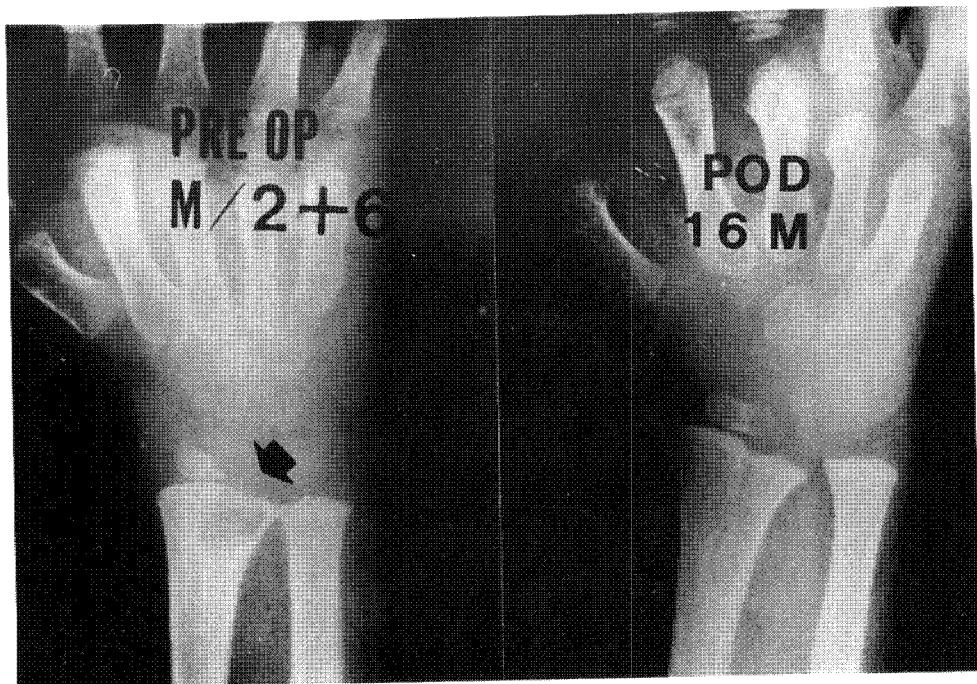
The initial roentgenogram of 2 years and 6 months old male shows type 6 subacute osteomyelitis of the distal radius. Radiograph of postoperation 16 months shows remnant of lesion on the more proximal portion comparing with initial film, but partial growth arrest of the distal radius is found.
